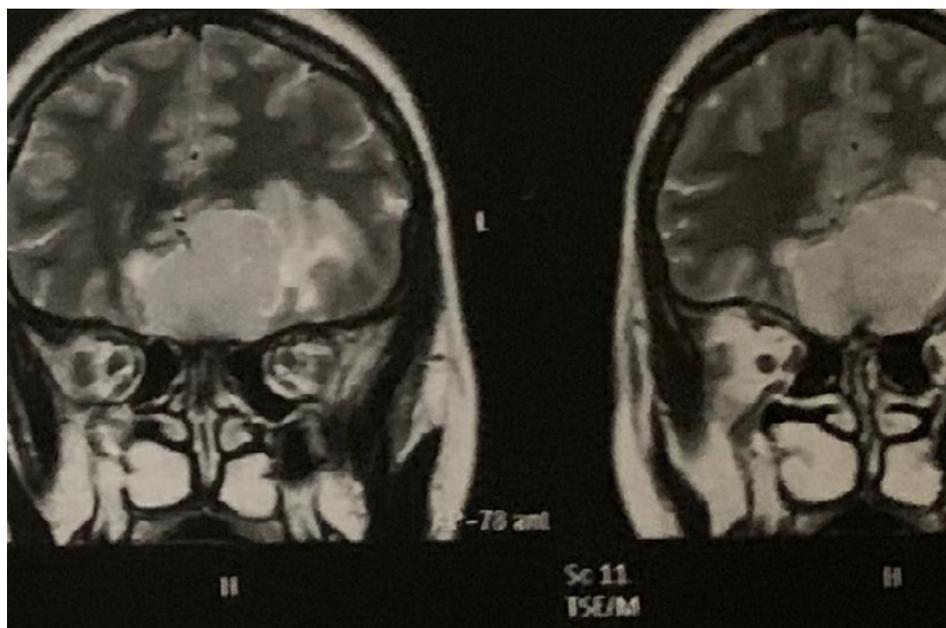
Ressonância magnética do encéfalo, corte coronal ponderado em T1, demonstrando formação expansiva sólida extra-axial (meningioma) vascularizada na frontal basal plano da goteira olfatória e plano esfenoidal.
